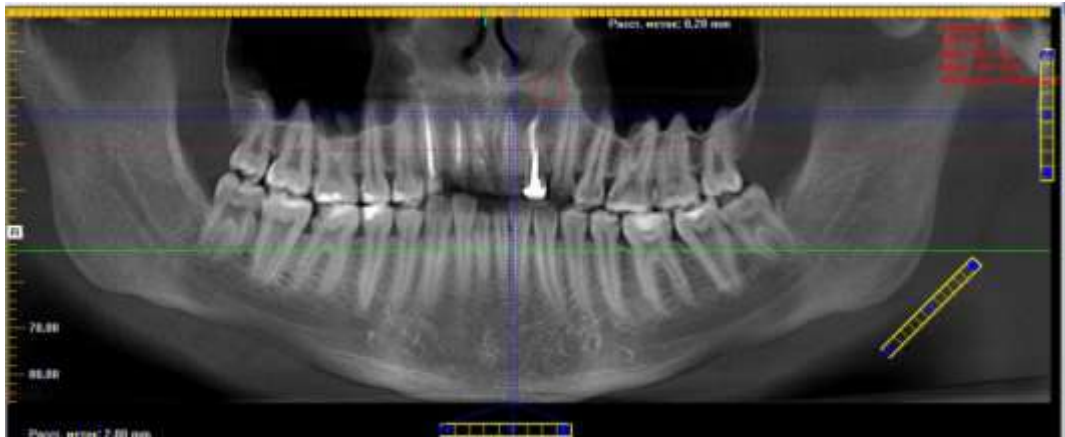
Фрагмент КТ-знімку із визначенням щільності кісткової тканини навколо кістозного дефекту при радикулярній кісті.
